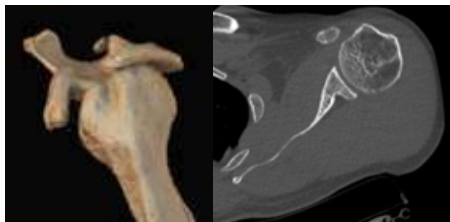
Izk. TAC Pinzamiento subacromial. Der. Corte axial donde se evidencia fractura de la glena.
